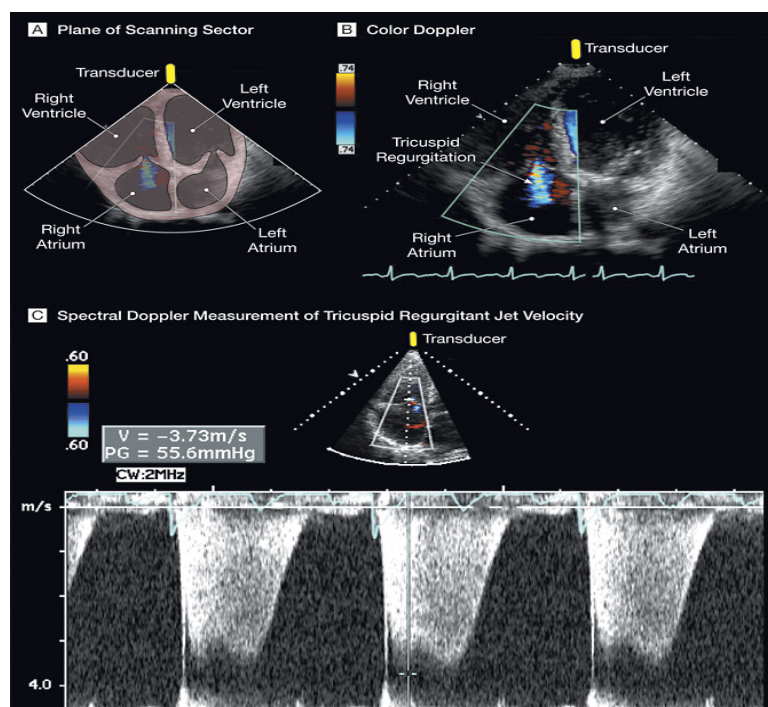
imagen de la medición de la velocidad de regurgitación tricuspídea mediante eco-doppler
